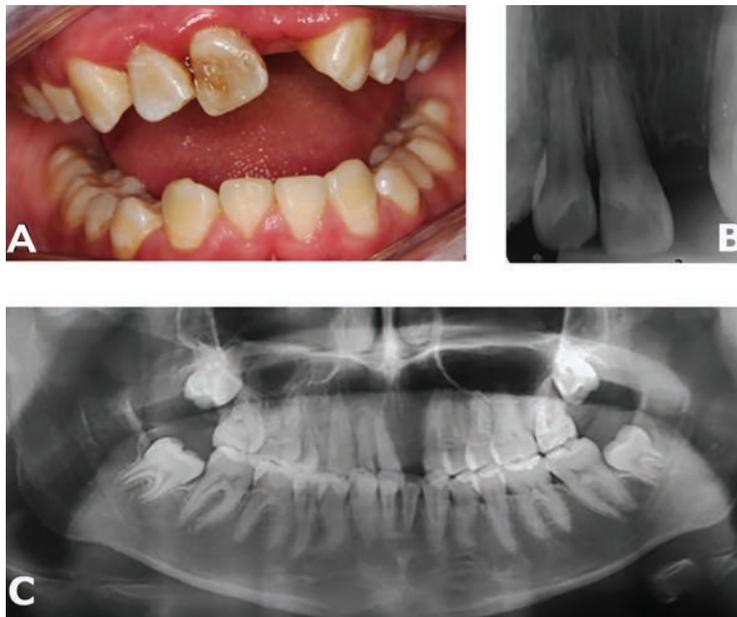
A) Imagem clínica mostrando a ausência do incisivo lateral superior esquerdo, incisivo central superior esquerdo, incisivo lateral inferior direito e incisivo lateral inferior esquerdo. Pequena fratura de esmalte na região incisal do incisivo lateral superior direito. O incisivo central superior direito foi girado 180 graus, com a face palatina para vestibular e mudança de cor. Também havia presença de fluorose leve. B) Radiografia periapical sem sinais de necrose pulpar do incisivo central superior direito, mas no incisivo lateral superior direito havia área periapical radiolúcida e reabsorção apical. C) A radiografia panorâmica confirmou os achados clínicos e verificou agenesia dos germes dos terceiros molares superiores e inferiores, do incisivo lateral superior esquerdo, lateral esquerdo inferior e incisivo lateral inferior direito. Além disso, as raízes dos primeiros pré-molares inferiores apresentavam curvaturas acentuadas.
